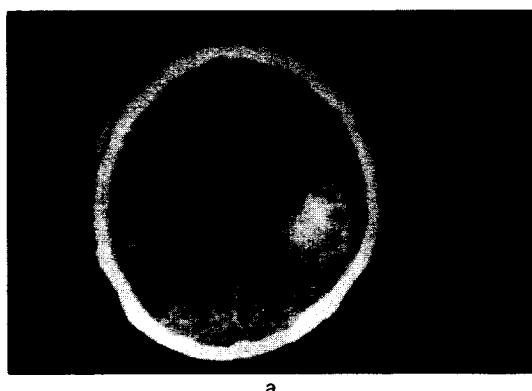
Case 1. Preoperative CT scan showed a round mass lesion in right temporoparietal lobe with central high density and minimal perifocal edema (a). Postoperative CT scan showed absence of mass lesion but high density was remained partially (b).
